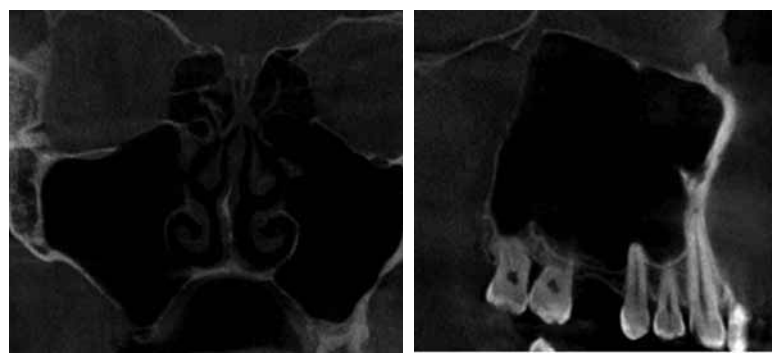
и 2.4. КТ через 4 месяца после эндохирургической санации правой верхнечелюстной пазухи
